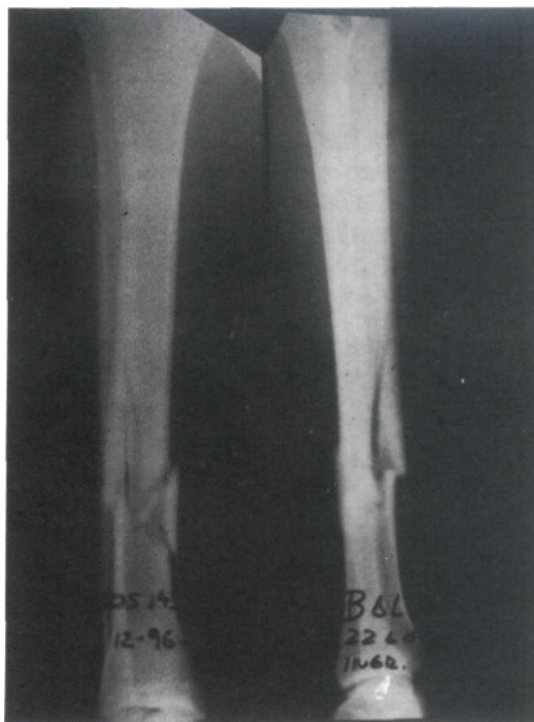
Caso 1, B.D., 22 años, masculino) Radiografía de fractura mediodiañsaria con tercer fragmento en ala de mariposa.
